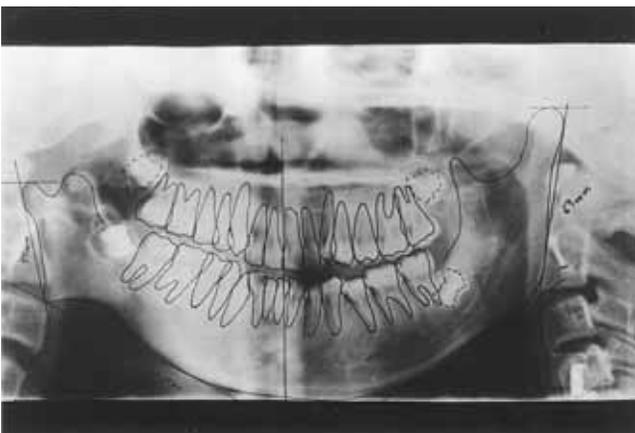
a) Ortopantomografía de un paciente con microsomía hemifacial decha. b) Distracción unidireccional de 20 mm. Obsérvese el desplazamiento óseo generado por el distractor, la calidad del hueso neoformado y el desplazamiento de los dientes.
